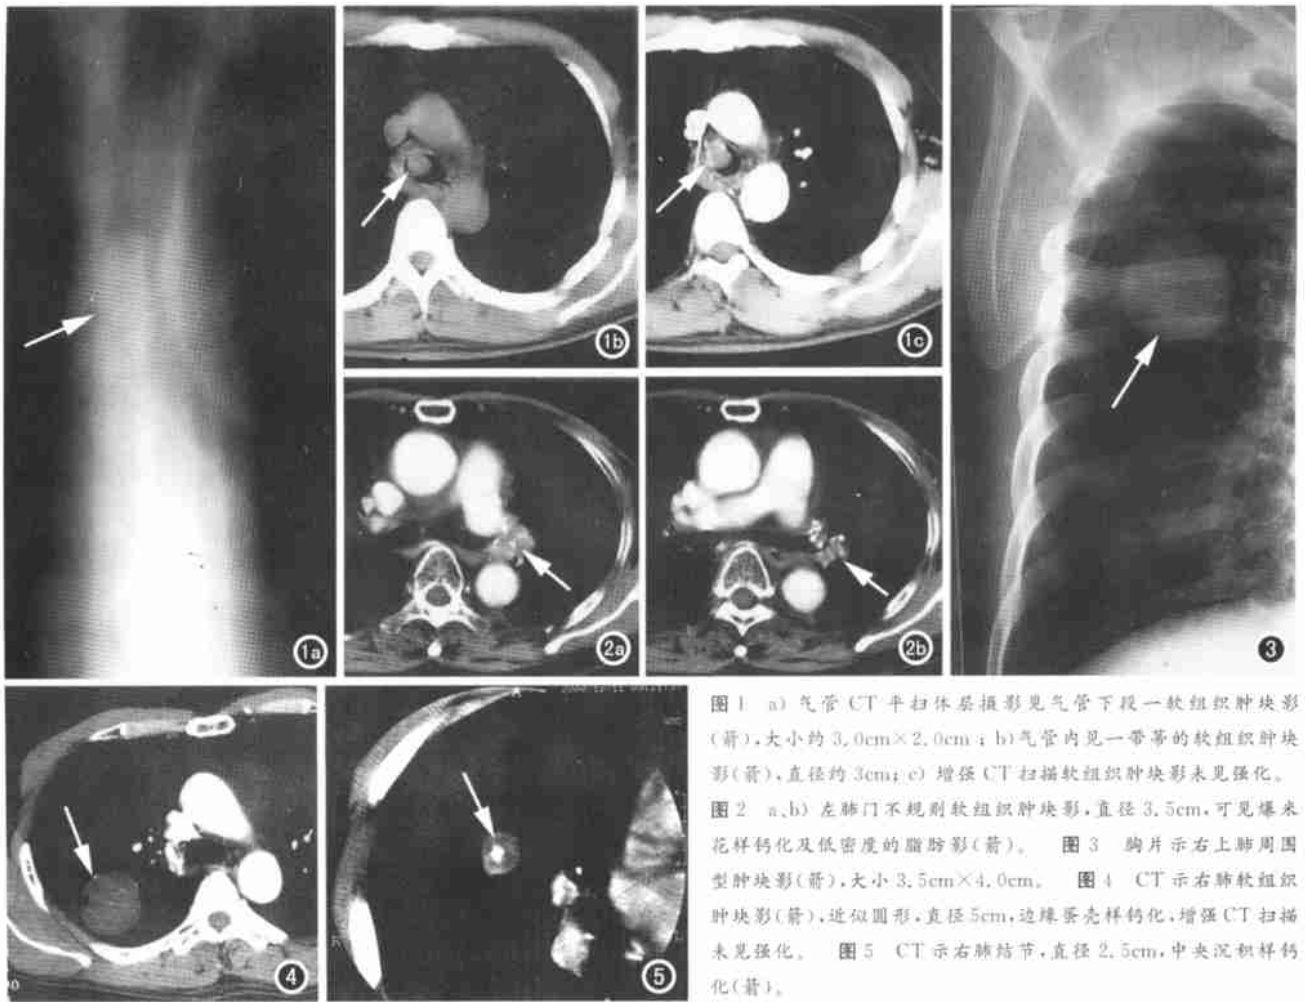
a) 气管 CT 平扫体层摄影见气管下段一软组织肿块影(箭), 大小约 $3.0\text{cm} \times 2.0\text{cm}$; b) 气管内见一蒂状的软组织肿块影(箭), 直径约 3cm ; c) 增强 CT 扫描软组织肿块影未见强化。图 2 a、b) 左肺门不规则软组织肿块影, 直径 3.5cm , 可见爆米花样钙化及低密度的脂肪影(箭)。图 3 胸片示右上肺周围型肿块影(箭), 大小 $3.5\text{cm} \times 4.0\text{cm}$ 。图 4 CT 示右肺软组织肿块影(箭), 近似圆形, 直径 5cm , 边缘蛋壳样钙化, 增强 CT 扫描未见强化。图 5 CT 示右肺结节, 直径 2.5cm , 中央沉积样钙化(箭)。
